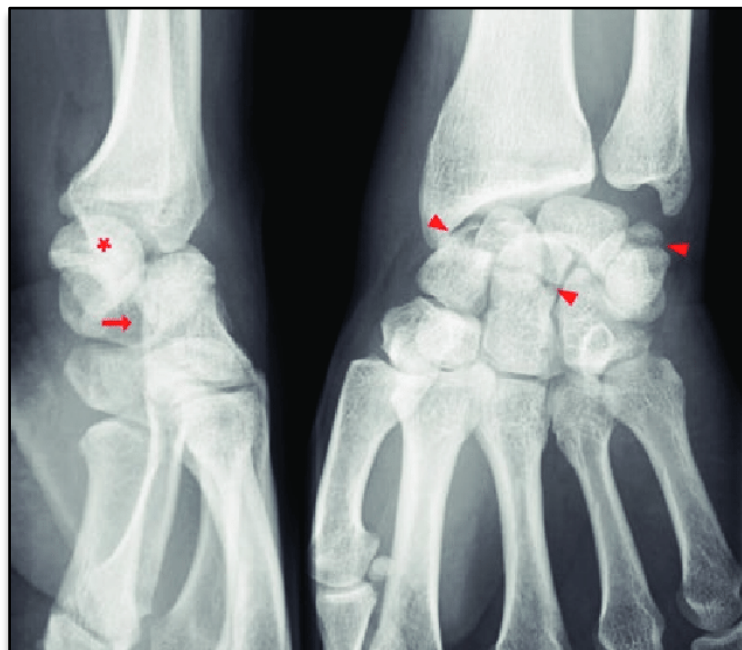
Radiographie de face et de profil du poignet montrant une fracture-luxation rétrolunaire du carpe avec fracture du scaphoïde, capitatum et triquetrum
